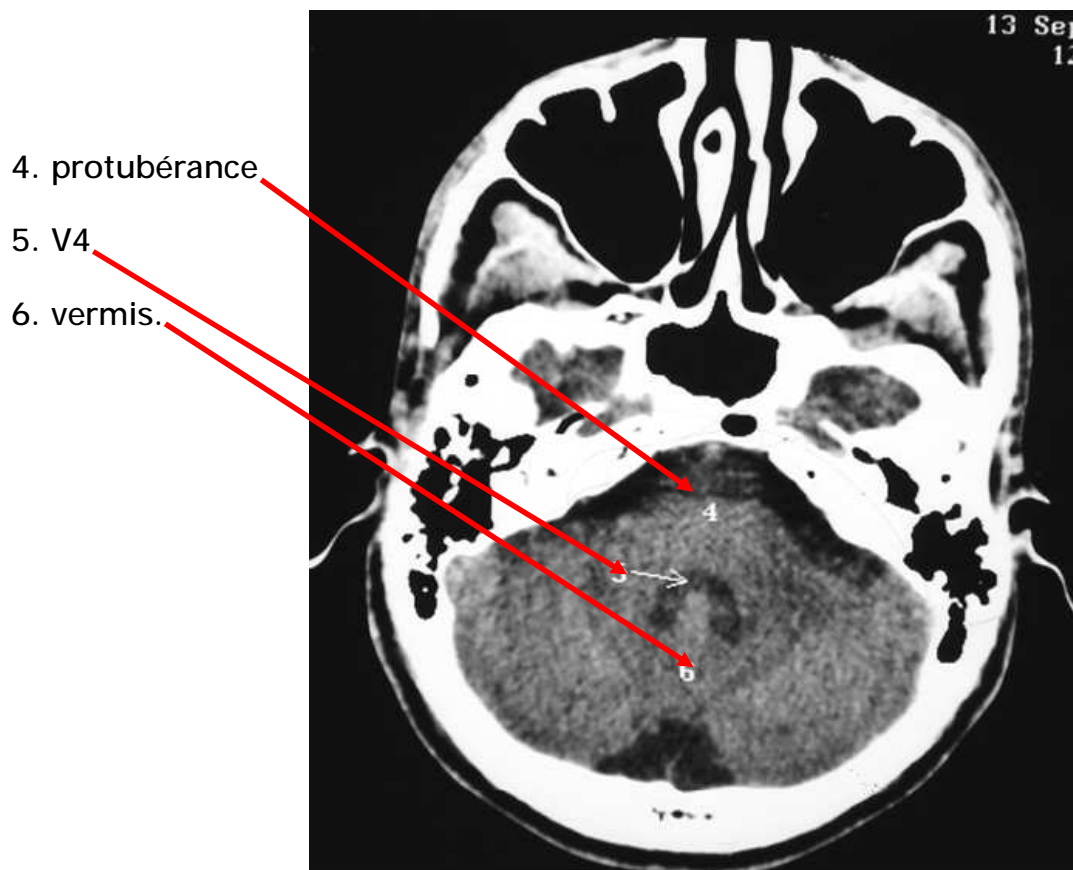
TDM C-, en coupe axiale passant par le V4 (25)
